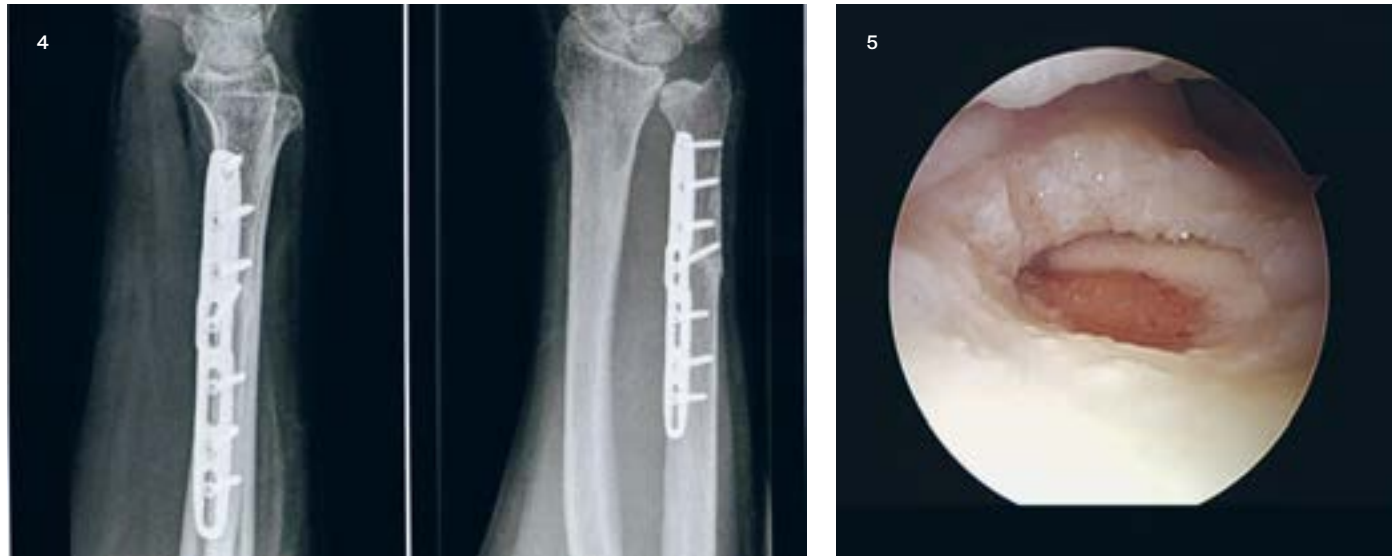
Postoperatives Röntgenbild
